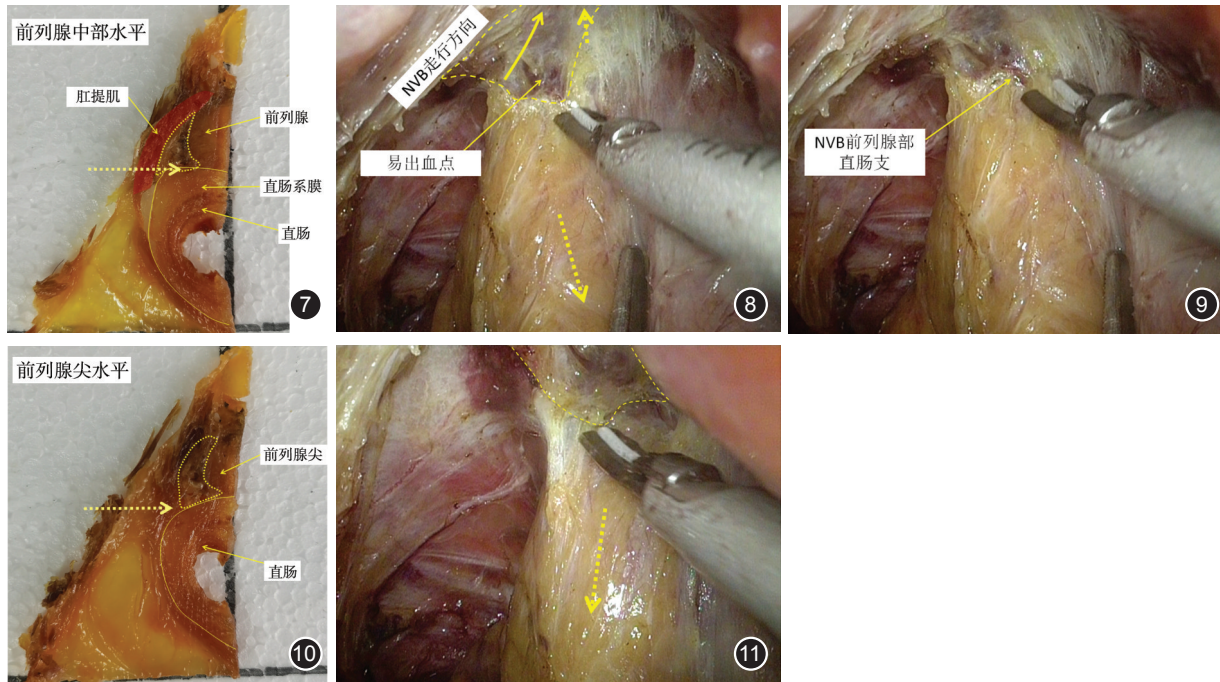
尸体标本所见:从前列腺中部水平观察神经血管束(NVB)前列腺部,该处NVB前列腺部脂肪垫呈狭长三角形,位于前列腺、直肠系膜、肛提肌(紫色半透明区)之间的狭小空间内,其边界与直肠前方系膜的直肠固有筋膜投影线存在轻微重叠(黄色虚线箭头),黄色虚线为NVB投影线,黄色实线为直肠系膜投影线 图8 术中所见:从前列腺中部水平观察神经血管束(NVB)前列腺部,NVB前列腺部血管成团,可清晰锚定数支直肠支。黄色虚框示NVB前列腺部脂肪垫形态;黄色箭头示对抗牵引力矩 图9 术中所见:可清晰锚定神经血管束(NVB)前列腺部的直肠支,需要采用超声刀预先凝结 图10 尸体标本所见:前列腺尖水平横断面观,黄色虚线为神经血管束(NVB)投影线,黄色实线为直肠系膜投影线 图11 术中所见:从前列腺尖水平(近肛提肌水平)观察神经血管束(NVB)前列腺部, NVB前列腺部逐步向腹侧前列腺方向移行,与直肠末端系膜逐步脱开,间隙疏松,不易损伤
